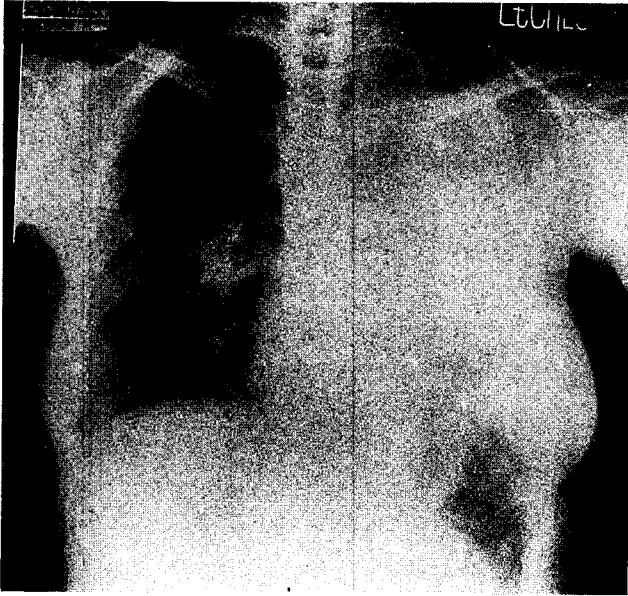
Chest X-ray 2 month ago before admission. It shows ill-defined, increased density on right lung field and situation of left pneumonectomy.
